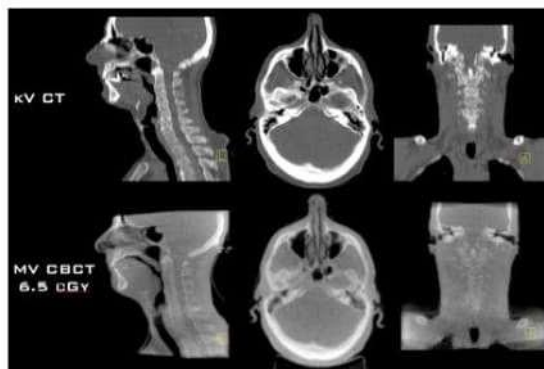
Imagens volumétricas CBCT
